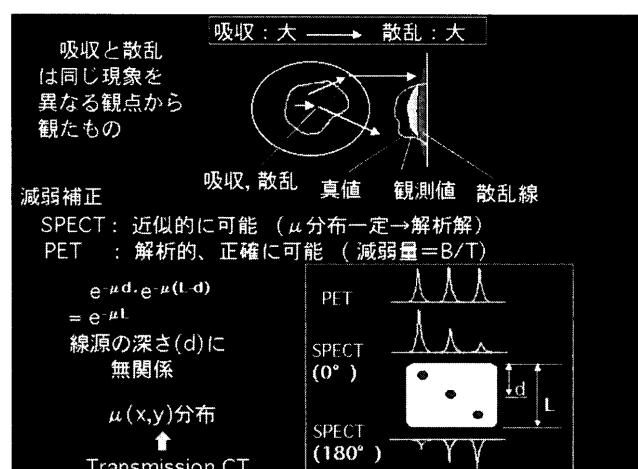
SPECT、PETにおける γ 線の吸収、散乱。
